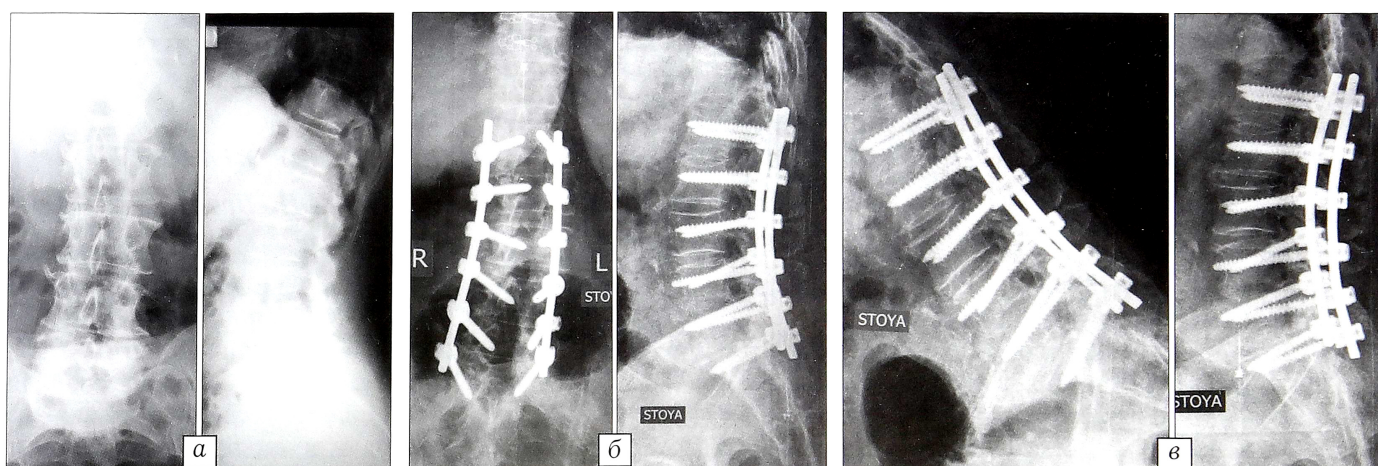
Результаты обследования больного X. 57 лет. Рентгенограммы до (а) и после (б) операции, в — компьютерные томограммы через 1 год после операции.
